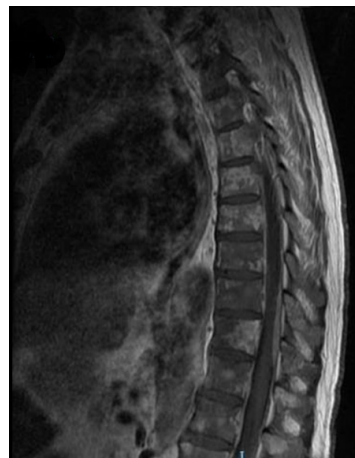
secuencia T2 de captación patológica medular por RMN.
